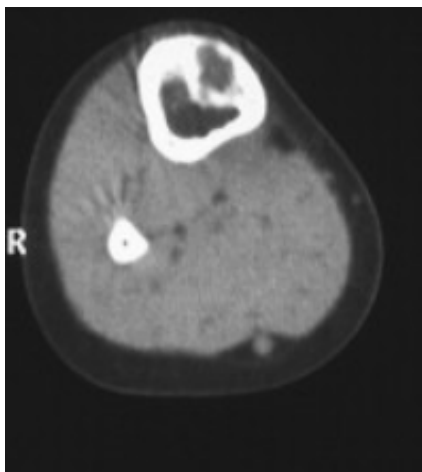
TDM de jambe en coupe axiale en fenêtre partie molle : Dysplasie ostéofibreuse. Lésion intracorticale diaphysaire responsable d'un élargissement et d'une déformation corticale [112].
